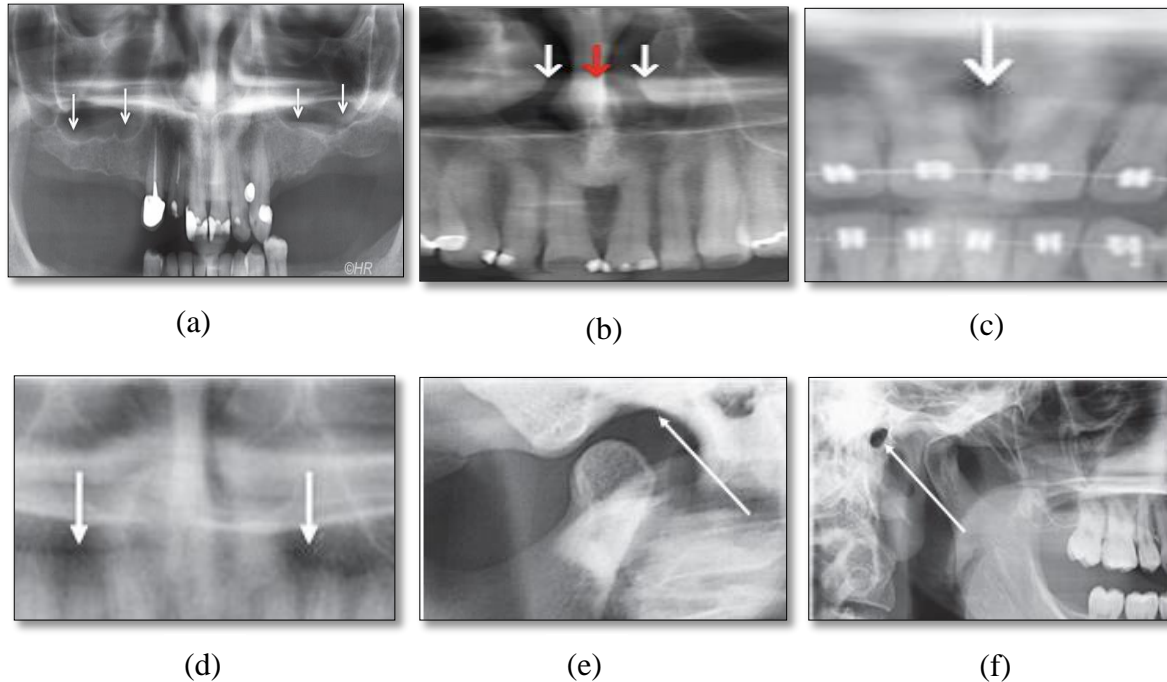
Les structures physiologiques radio-claires au niveau maxillaire : (a) Radiographie des sinus maxillaires, (b) Radiographie des fosses et de la cloison nasales, (c) Radiographie du canal naso-palatin, (d) Radiographie des fossettes latérales, (e) Radiographie de la cavité temporale, (f) Radiographie du conduit auditif externe [6].
